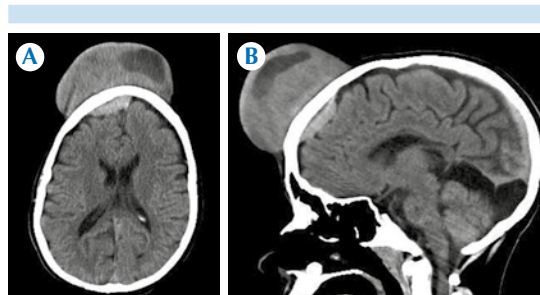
Tomografía computada simple de cráneo. A) Corte axial: lesión frontal heterogénea en tejidos blandos y otro componente hiperdenso, intracraneal y extraaxial. B) Corte sagital: a nivel del hueso frontal del cráneo se observa la lesión en tejidos blandos, con otro componente hiperdenso, intracraneal y extraaxial.
